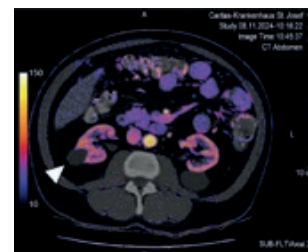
Berechnung einer Iod-Karte nach Mehrphasen-CT-Untersuchung beider Nieren. Mit Pfeilspitze markiert ist eine blande Zyste der rechten Niere ohne Kontrastmittelaufnahme.
